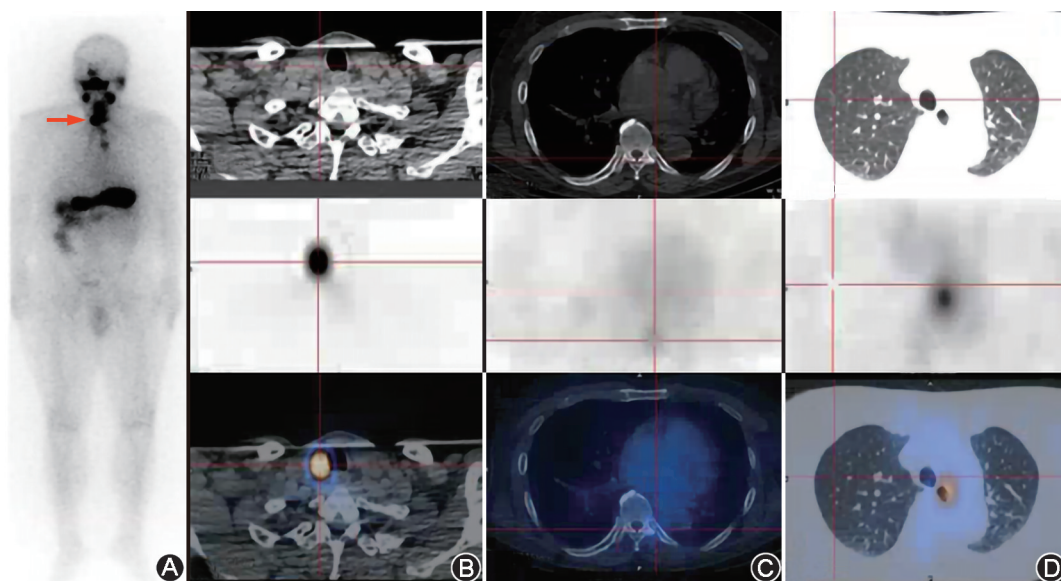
分化型甲状腺癌术后及行血液透析的肾衰竭患者(男,49岁)第1次 ^{131}I 治疗后 ^{131}I 全身显像及SPECT/CT显像图 A,B.颈部显像剂浓聚区为残留甲状腺组织显影(箭头及十字交叉线示);C.第8后肋显像剂相对浓集区,骨质密度及形态无异常(十字交叉线示);D.肺部磨玻璃密度小结节,直径约6 mm,未摄取 ^{131}I (十字交叉线示)
